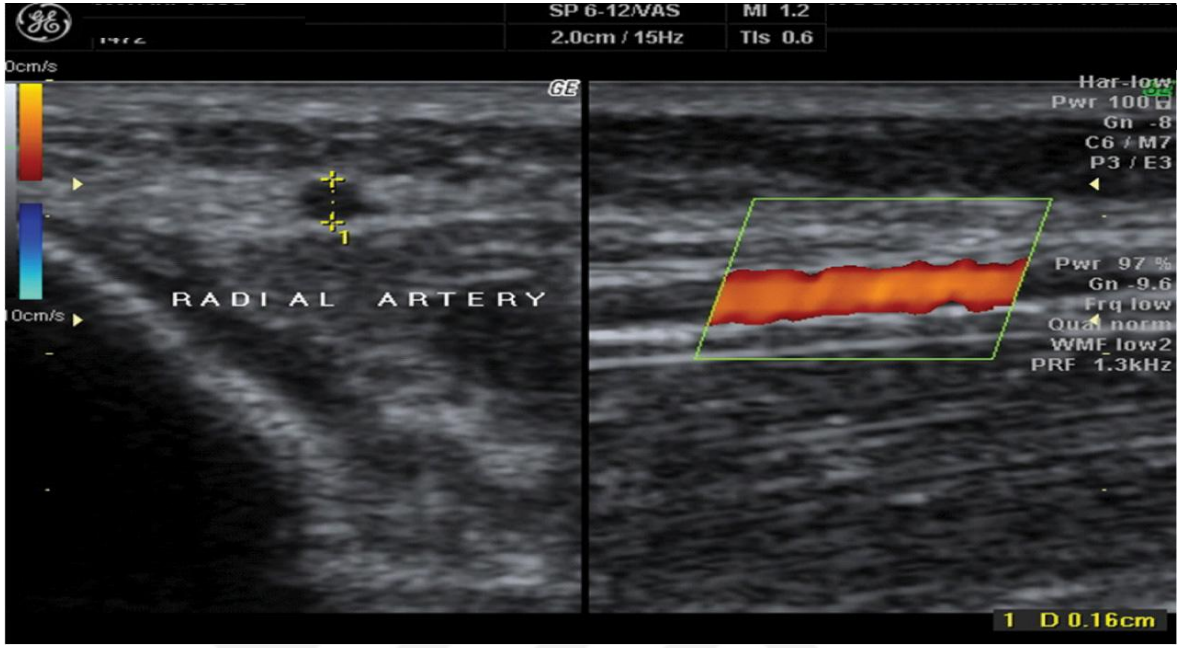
Out of plane ultrasonografi tekniğinde radial arterin görüntüsü
